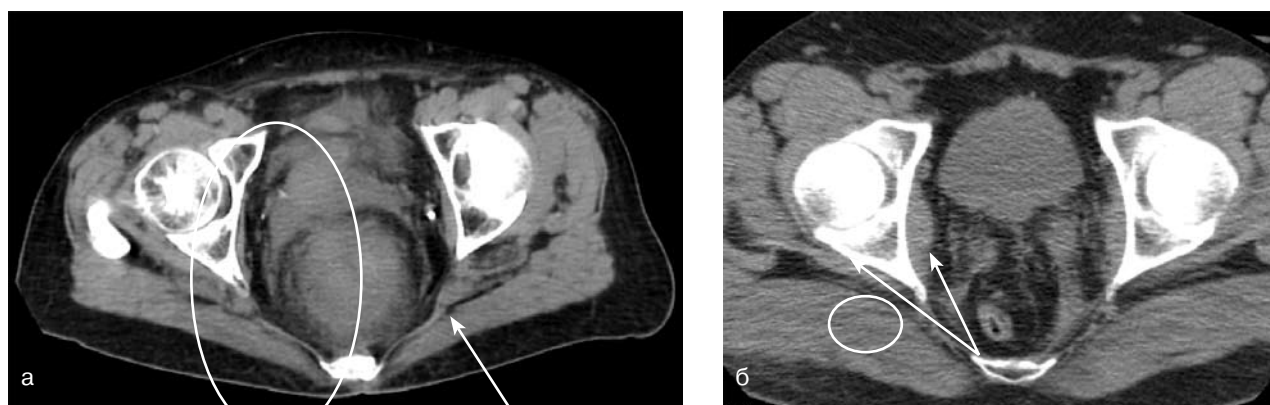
КТ больной С., 52 года: *а* — опухоль верхнеампулярного отдела прямой кишки, прилегающая к матке спереди и к крестцу кзади (обведено); расширен правый мочеточник (указано стрелкой); симптом тяжести параректальной клетчатки слева и справа; стадия T<sub>4</sub>N<sub>0</sub>M<sub>0</sub>; *б* — через 6 мес после комбинированной передней резекции прямой кишки с суправагинальной гистерэктомией; полость малого таза выполнена рубцовой тканью (указано стрелками); прямая кишка без признаков опухолевого роста (обведено)
